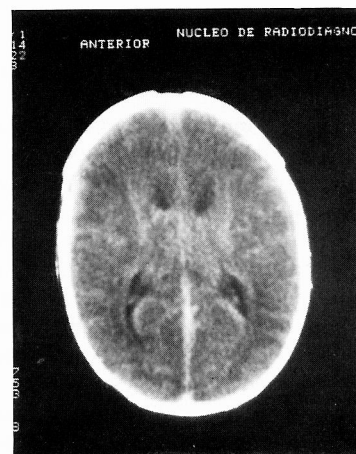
TC aos 20 dias de vida sugestiva de leucomalácia periventricular.
